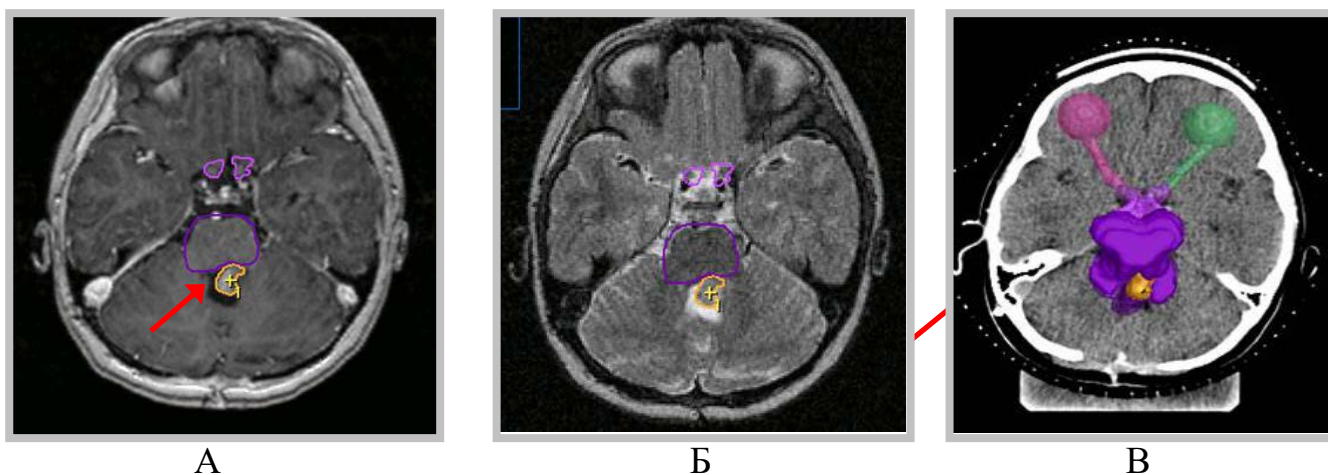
Использование «Image Fusion» при «оконтуривании структур» на идентичных срезах: А-МРТ 3DSPGR, Б-МРТ T2, В-спиральной КТ. Стрелкой указана остаточная опухоль
